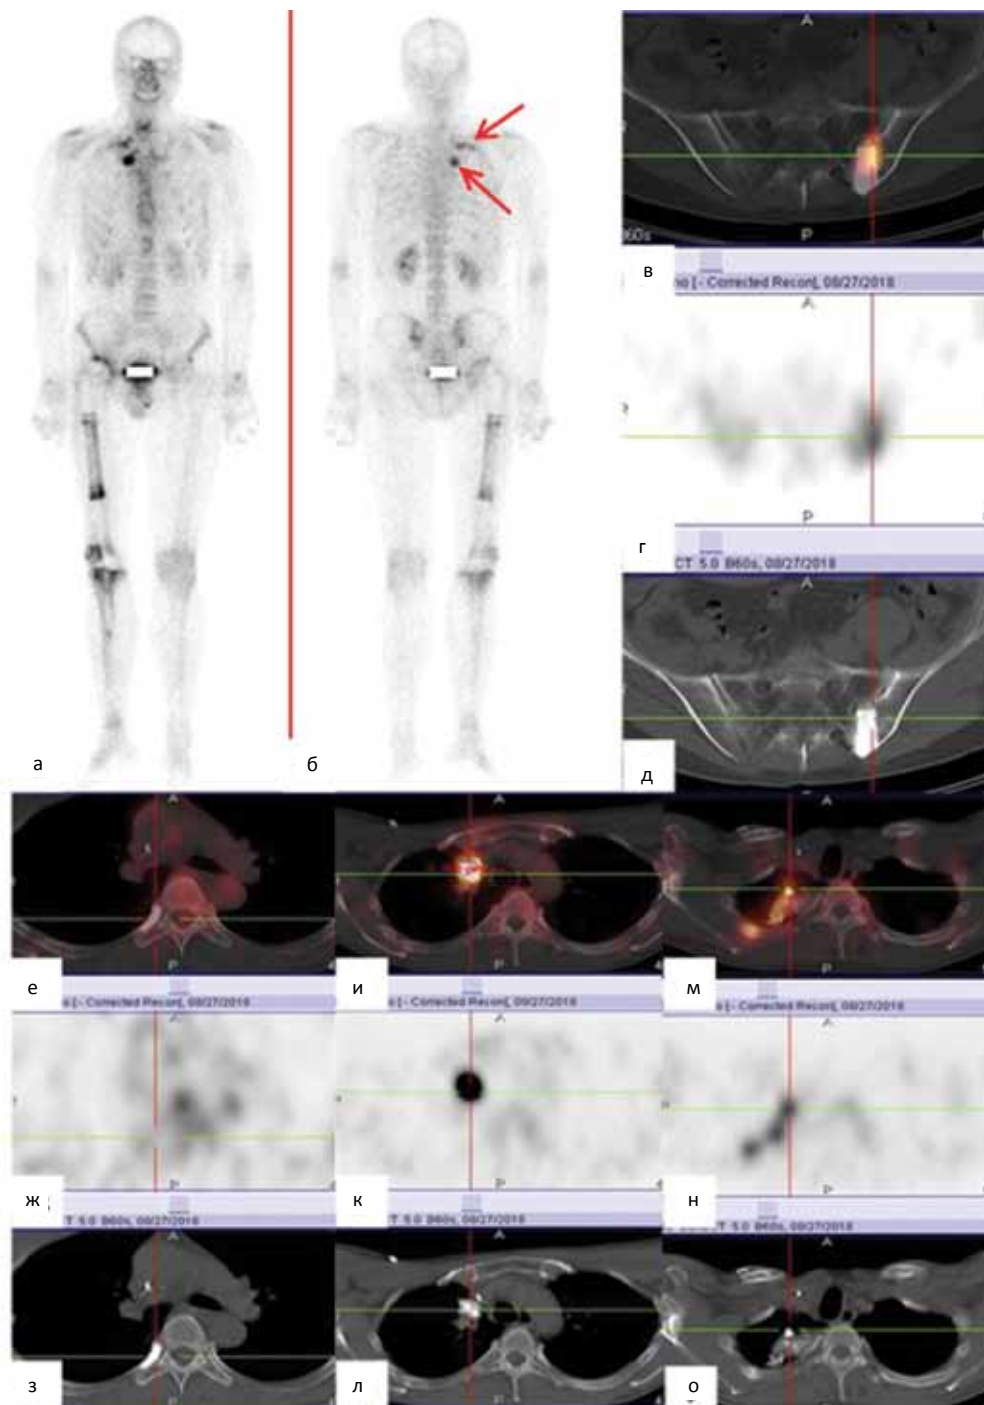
Контрольный визит 27.08.2018 г. ОSG (а, б) и ОФЭКТ/КТ таза (в, г, д) и грудной клетки (е-о). На планарных скintiграммах отчетливо определяются очаги патологической гипераккумуляции РФП в верхушке правого гемиторакса (стрелки). По сравнению с представленными токийскими скintiграммами отмечается усиление уровня аккумуляции радиоиндикатора. На ОФЭКТ/КТ-срезах отмечается усиление уровня аккумуляции РФП в патологических очагах и увеличение их размеров. Дополнительно определяется очаговое накопление РФП в заднем отрезке 3-го правого ребра с его деструкцией по КТ – патологический перелом на фоне постлучевого остеопороза (м, н, о). В медиальном отделе крыла левой подвздошной кости стала определяться дополнительная остеосклеротическая формация с гипераккумуляцией радиоиндикатора кпереди от ранее пролеченного метастаза (в, г, д). Метастаз в головке 7-го правого ребра в фазе полной репарации (е, ж, з)
